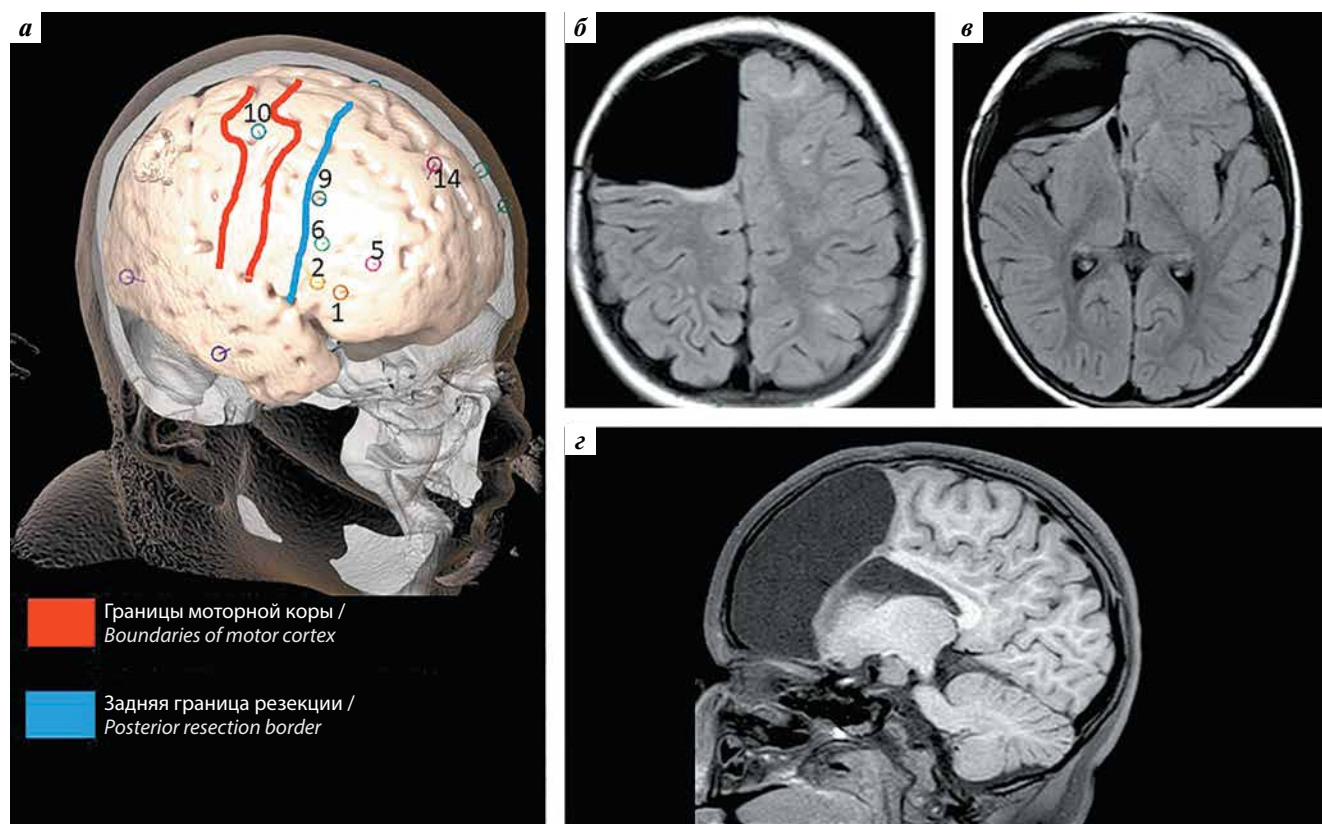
Результаты обследования пациентки: а — 3D-модель головного мозга с иллюстрацией запланированного объема резекции эпилептогенной зоны; б–г — магнитно-резонансные томограммы головного мозга после проведенной операции (режим T1 FLAIR)
